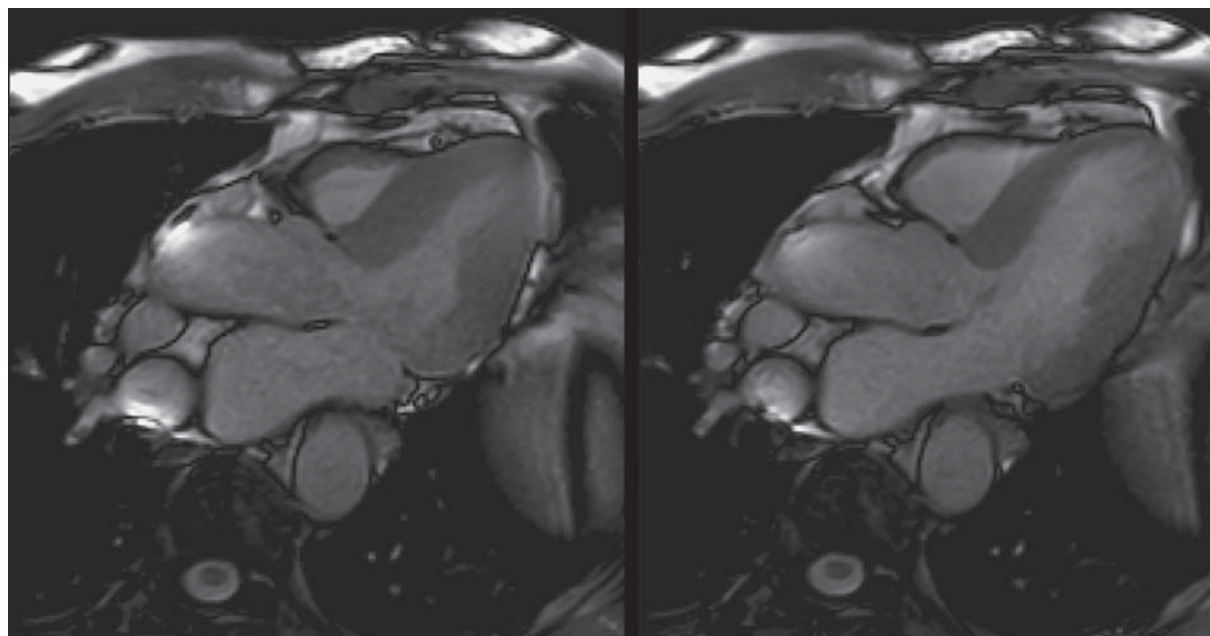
Наблюдение 1. Трехкамерные срезы МР-томограммы: слева – систола, справа – диастола. Нет признаков обструкции ВТЛЖ.
